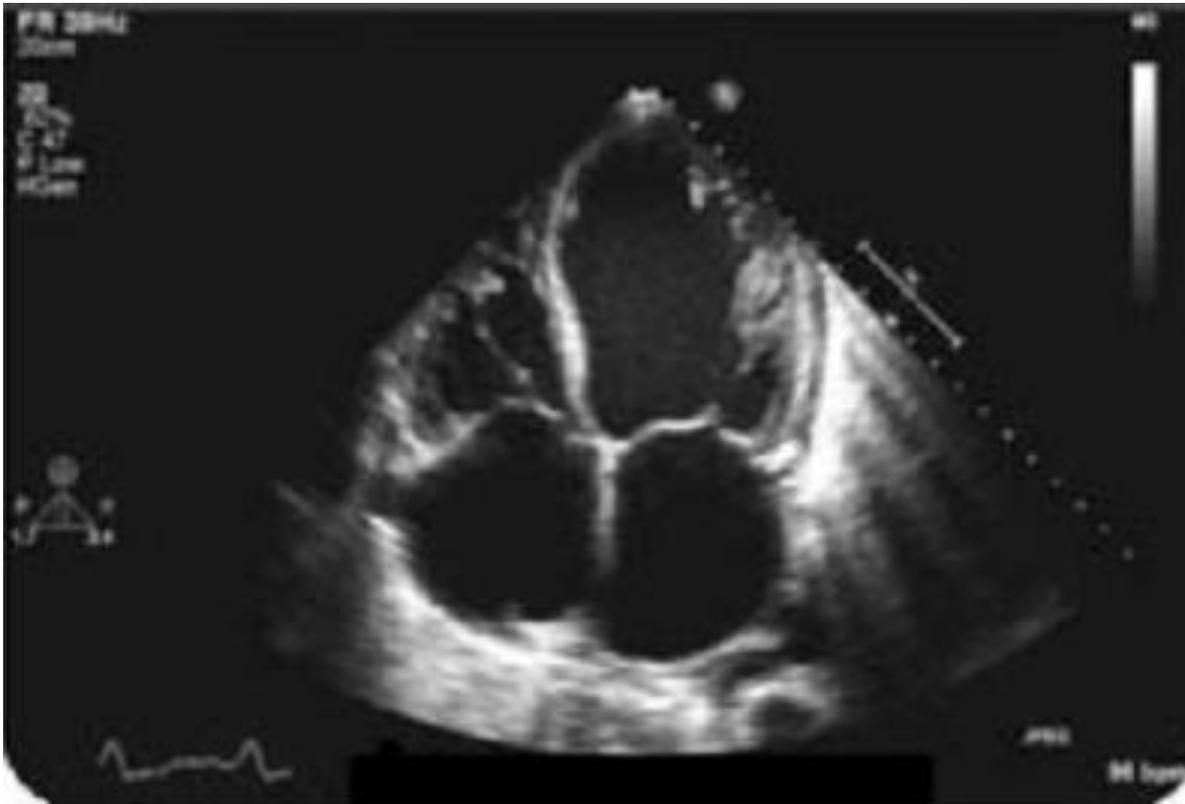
Imagen parada de ecocardiografía en dos dimensiones en la ventana apical 4 cámaras. Muestra la presencia de un ventrículo izquierdo dilatado así como una dilatación de ambas aurículas como consecuencia del aumento de presiones que la disfunción de ventrículo izquierdo conlleva.
